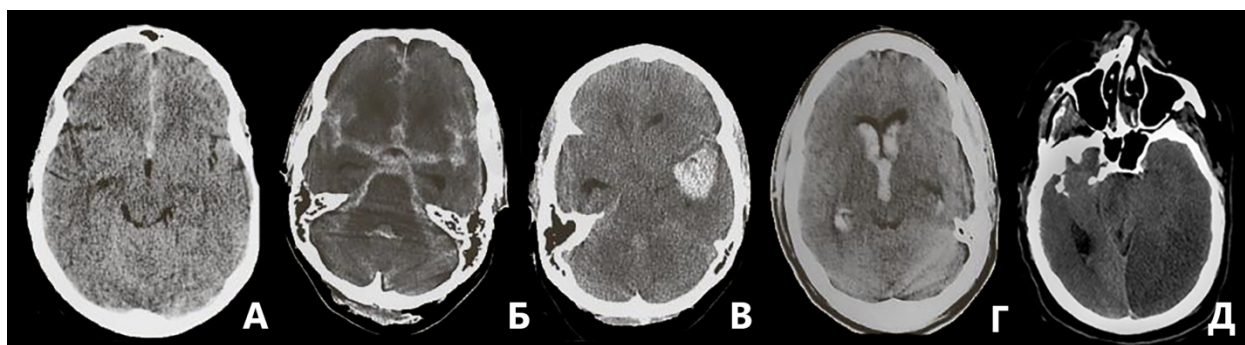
Данные КТ с разными вариантами САК. А — локальное САК, Б — массивное базальное САК, В — внутримозговое кровоизлияние, Г — внутрижелудочковое кровоизлияние, Д — отсроченная ишемия на фоне церебрального спазма.
